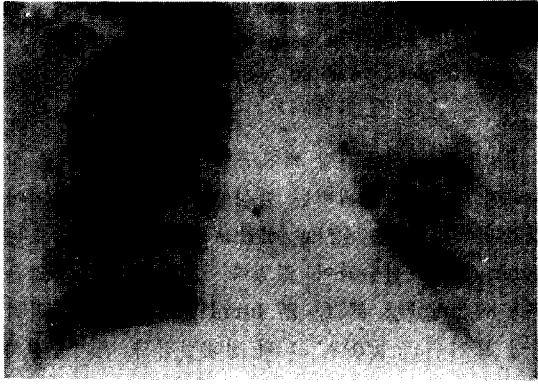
On admission, the simple chest radiography reveals a 7×6.5 cm sized radioopaque mass and a little amount pleural effusion.
